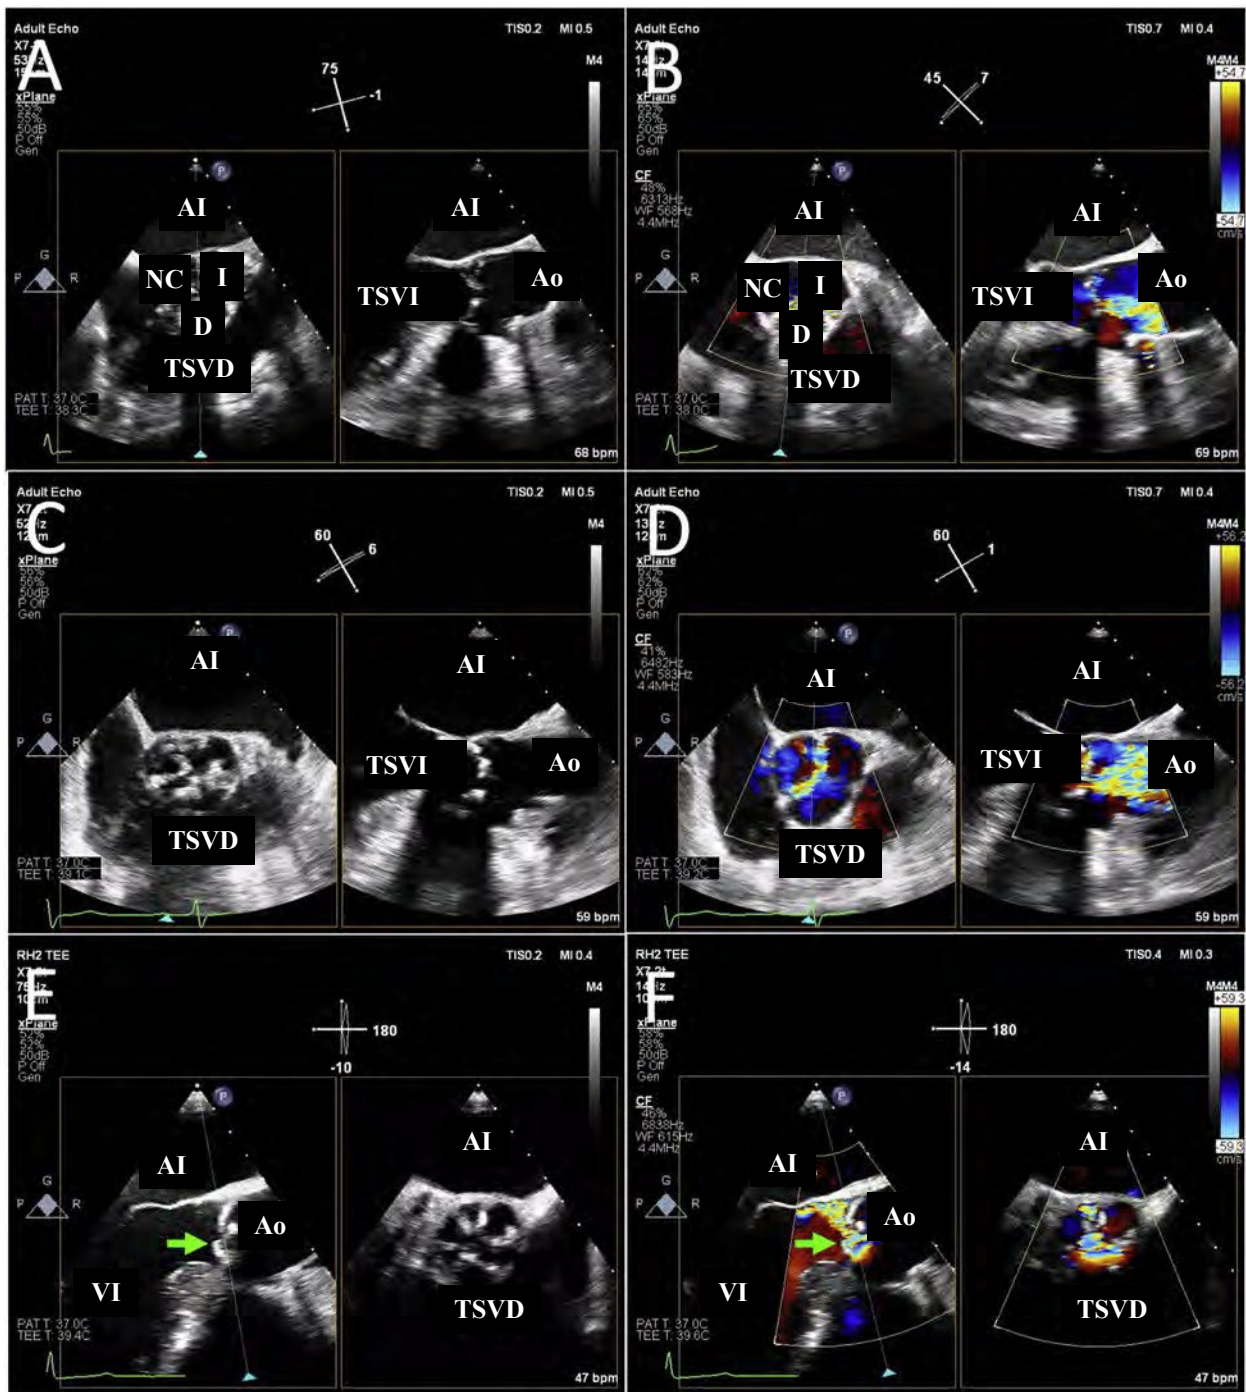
Imágenes de la raíz VA y aórtica. Se muestran imágenes multipanorámicas simultáneas de la VA y la raíz aórtica. En el contexto de calcificación masiva, puede ser difícil distinguir el número de valvas, pero un VA de tres discos (A) tiene tres comisuras observadas en el Doppler color de las imágenes SAX sistólicas (B), mientras que una válvula bivalva (C, D) solo tendrá dos comisuras. También se debe evaluar la etiología de la RA. En el panel E hay una válvula coronaria derecha inestable (*flecha verde*) que causa un chorro regurgitante excéntrico (F, *flecha verde*). *Ao*: aorta; *I*: válvula coronaria izquierda; *AI*: aurícula izquierda; *NC*: válvula no coronaria; *D*: válvula coronaria derecha.
